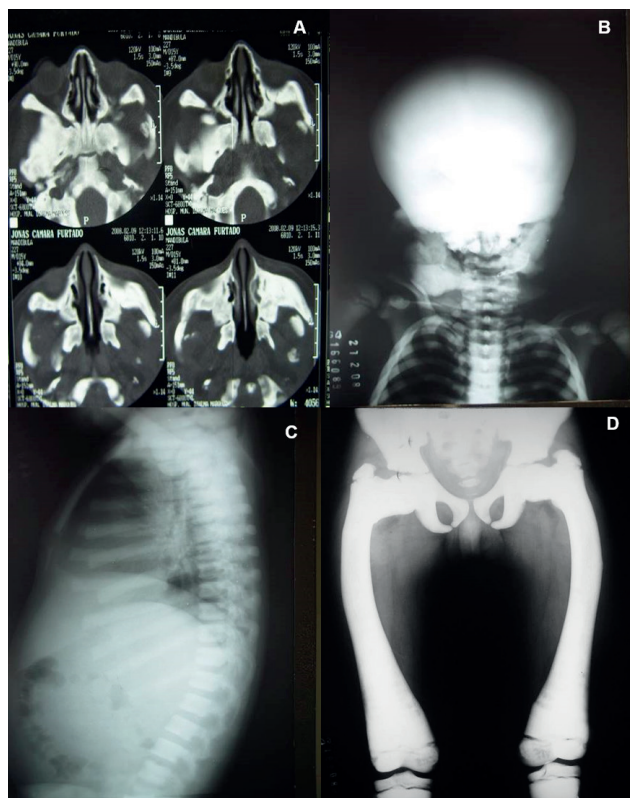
TC de face com cortes axiais (A), PA de Crânio (B), RX de Torác e região sínfisária (C-D), mostrando a esclerose óssea.
